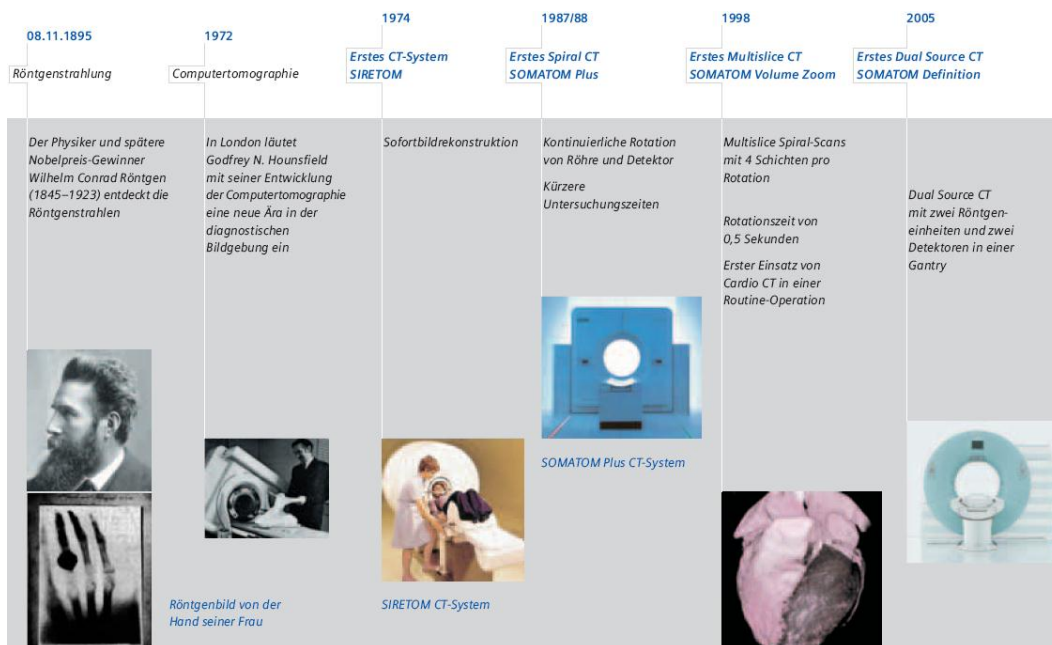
Einige bedeutende historische Stationen der CT-Entwicklung [127]
